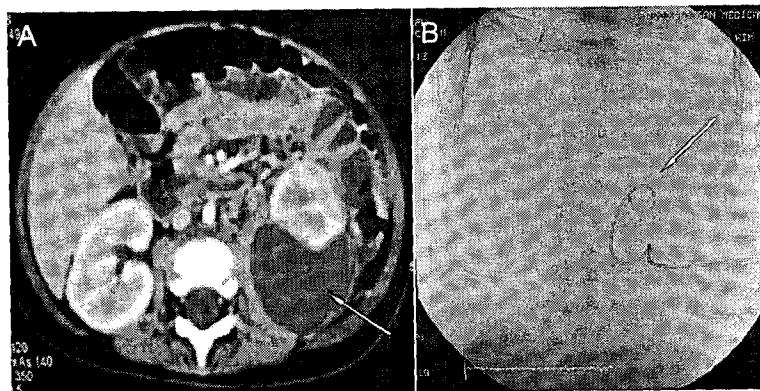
(A) Abdominal computed tomography shows a large and round shaped lesion filled with low attenuation fluid in the posterior perinephric space of the left kidney. (B) The 6 french pigtail catheter placement is performed under fluoroscopy guidance in the posterior perinephric space of the left kidney.
